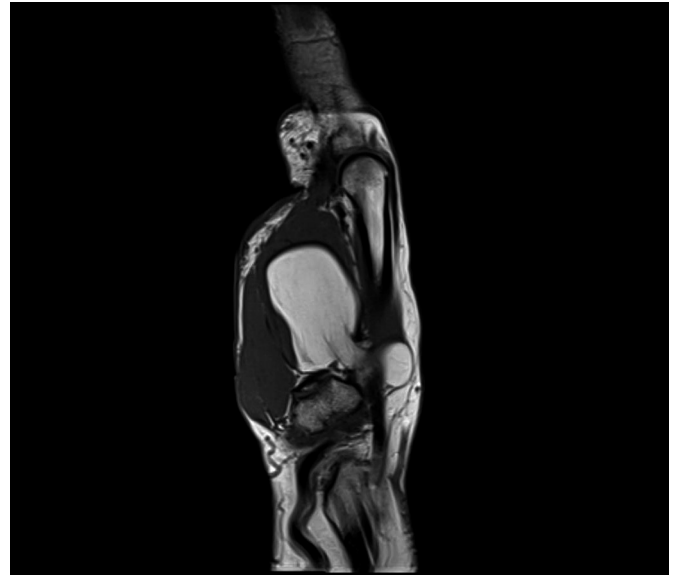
The sagittal MRI shows that the tumor is located in the first intermetacarpal space.
